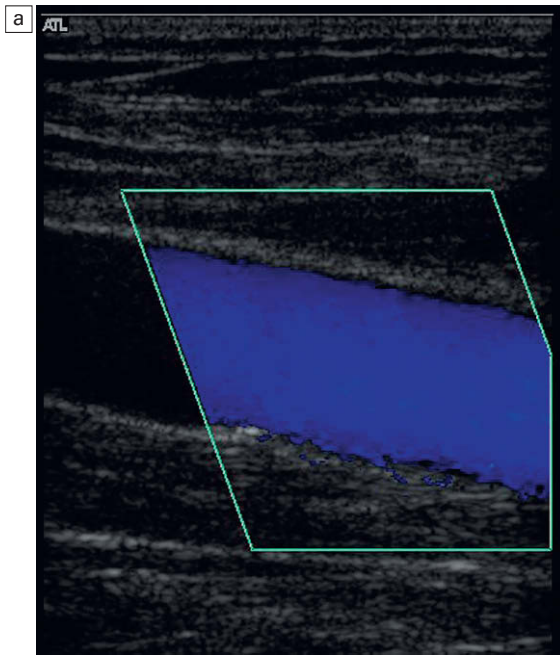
Un segmento incompetente de la vena femoral superficial que muestra flujo anterógrado (azul) y retrógrado (rojo); c) la curva de Doppler espectral con flujo invertido por debajo de la línea base, que dura aproximadamente 3 seg.
